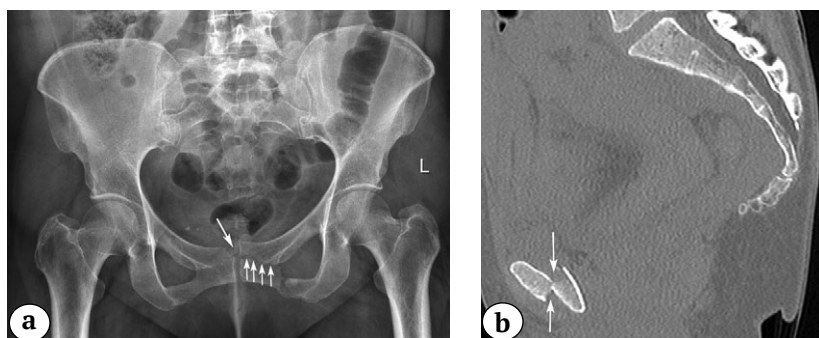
Рентгенограмма таза в прямой проекции: горизонтальный перелом основания лобковой кости, стрелками указаны разрыв верхней связки симфиза и частичное расширение щели симфиза (a); 2D-реконструкция КТ таза в сагиттальной проекции в области симфиза, стрелками указано смещение отломков (b)
